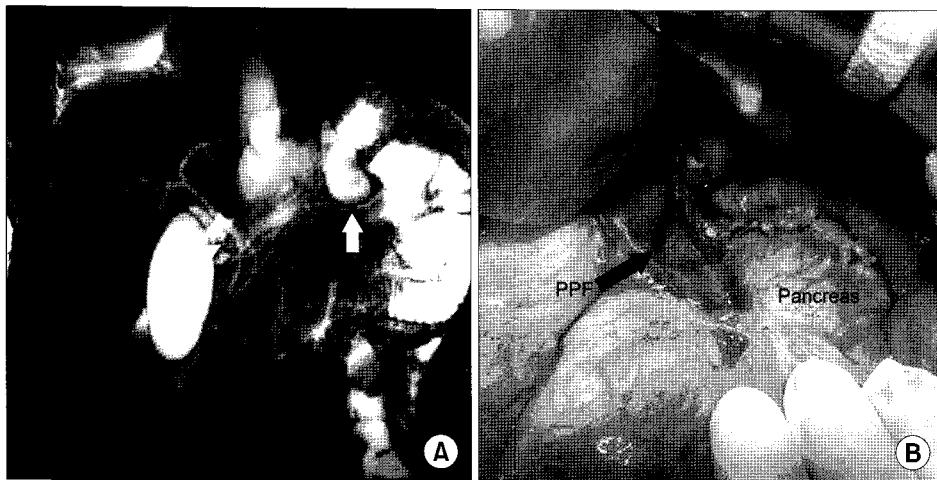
(A) Magnetic resonance cholangiopancreatography shows a stricture site of distal pancreatic duct near the pancreatic pseudocyst (white arrow). (B) Intraoperative photograph shows the proximal opening of the Pancreatico-pleural fistula.
